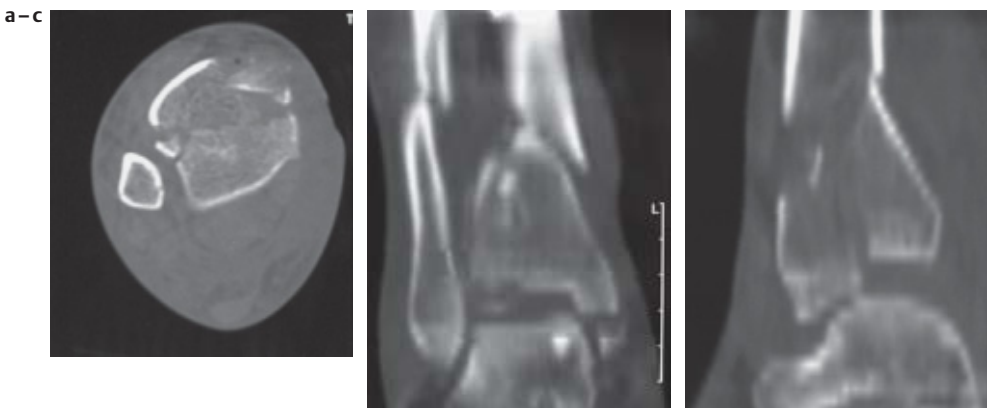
Computertomographische Darstellung der Pilonfraktur in 3 Ebenen: (a) axial (b) frontal (koronar) (c) seitlich (sagittal).
